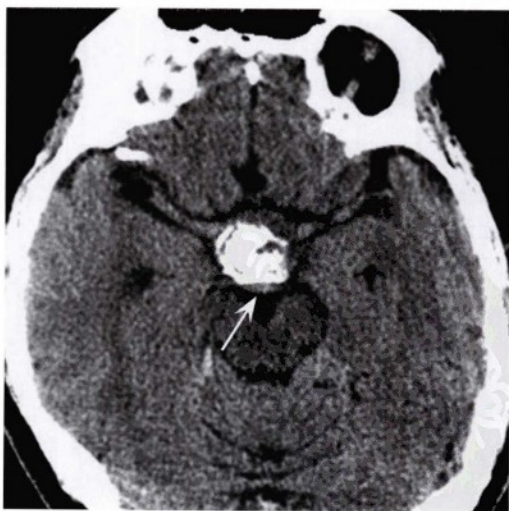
轴位CT显示鞍上区一致密同时伴有钙化的占位病变, 视交叉(箭头)向后移位。
